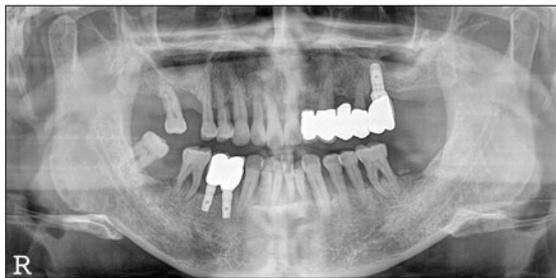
Panoramic radiograph 6 months postsurgery.
